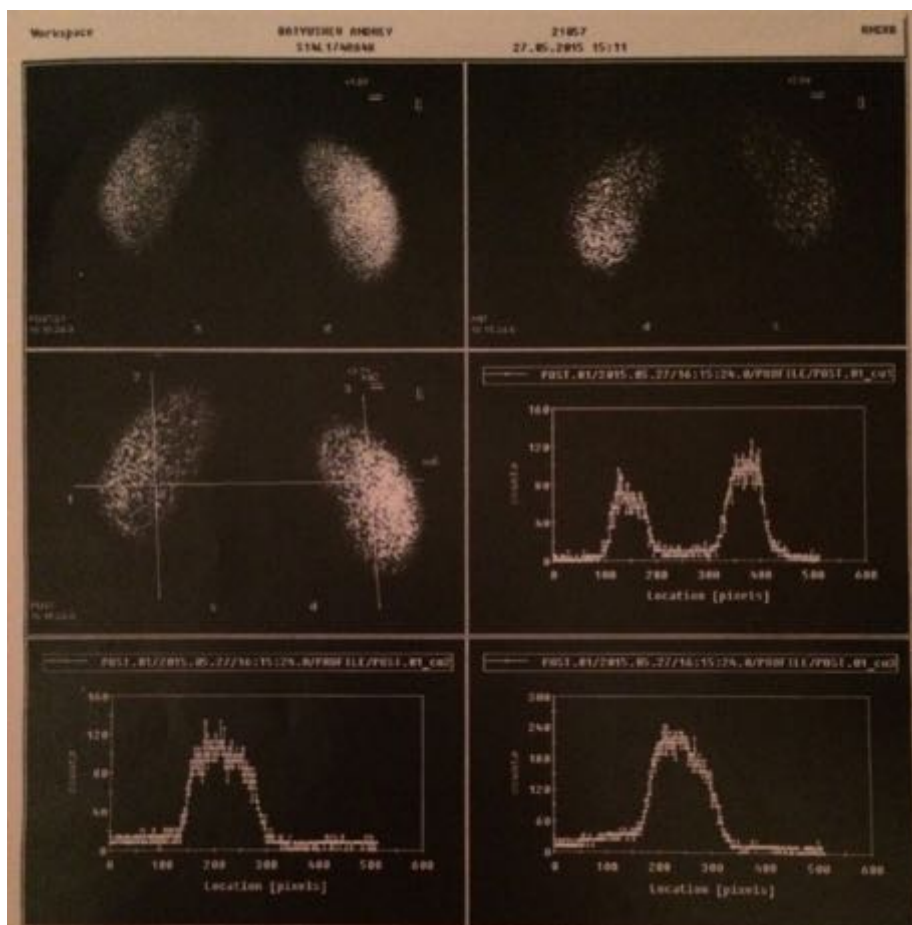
Результаты нефросцинтиграфии пациентки
